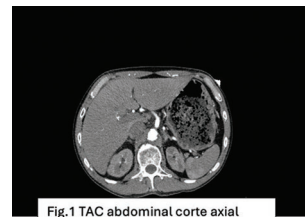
TAC abdominal corte axial
